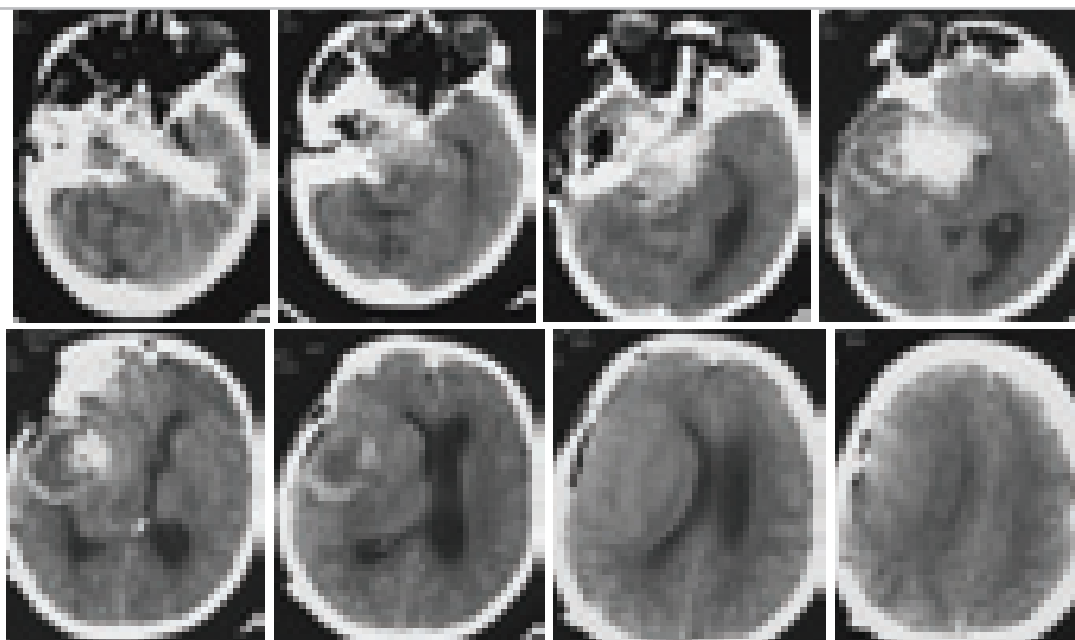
КТ после операции. КТ без контрастного усиления. Наряду с остатками опухоли, в ложе удаленной опухоли скопление крови. Нарастание дислокации мозга, расширение левого бокового желудочка, грубая компрессия ствола мозга.
